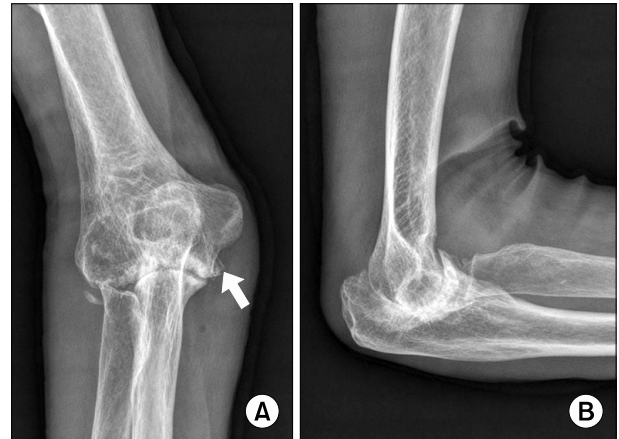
Plain radiographs show severe arthritic changes with medial osteophyte of trochlea (white arrow) and valgus deformity.
